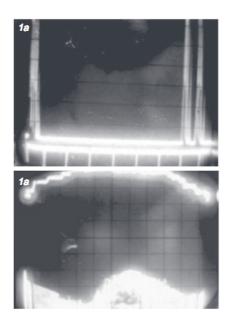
Imagen tomada del articulo Historia del ultrasonido(84).
